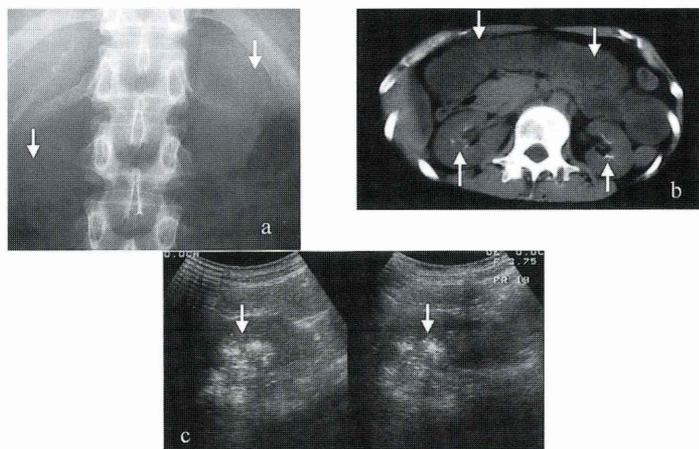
入院時腹部単純 X 線写真 (a), 腹部 CT 写真 (b), 腹部エコー所見 (c)
